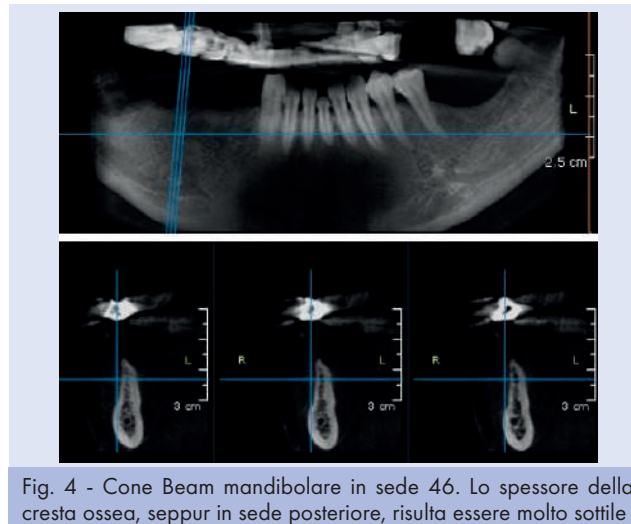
Cone Beam mandibolare in sede 46. Lo spessore della cresta ossea, seppur in sede posteriore, risulta essere molto sottile
